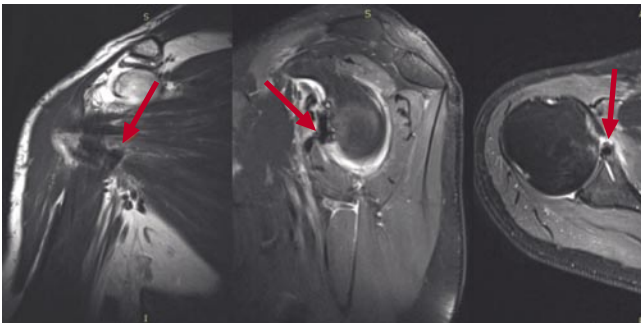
МРТ спустя 6 месяцев после операции. Стрелка указывает на сухожилие длинной головки бицепса.
